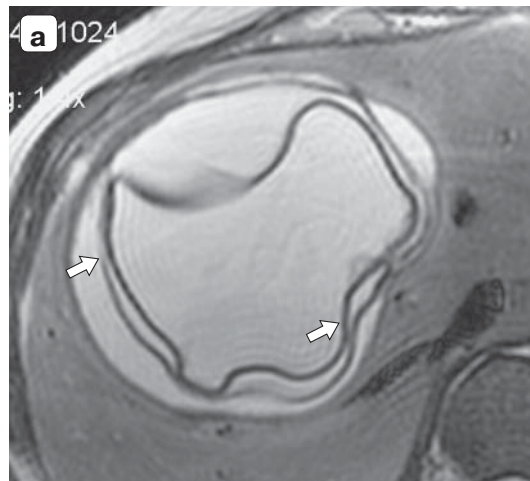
Эхинококковые кисты печени: а – магнитно-резонансная томограмма; б – ультразвуковая сканограмма. Определяются ленточные гиперэхогенные структуры (стрелки) в просвете кисты – отслоившаяся хитиновая оболочка.
